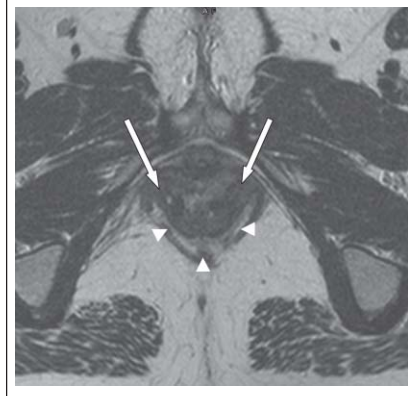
MRT: Großer ventraler Defekt im M. sphincter ani internus (bei 9 bis 3 Uhr, Pfeile) mit einer anovaginalen Fistel. Normaler dorsaler Sphincter ani internus (Pfeilspitzen).
